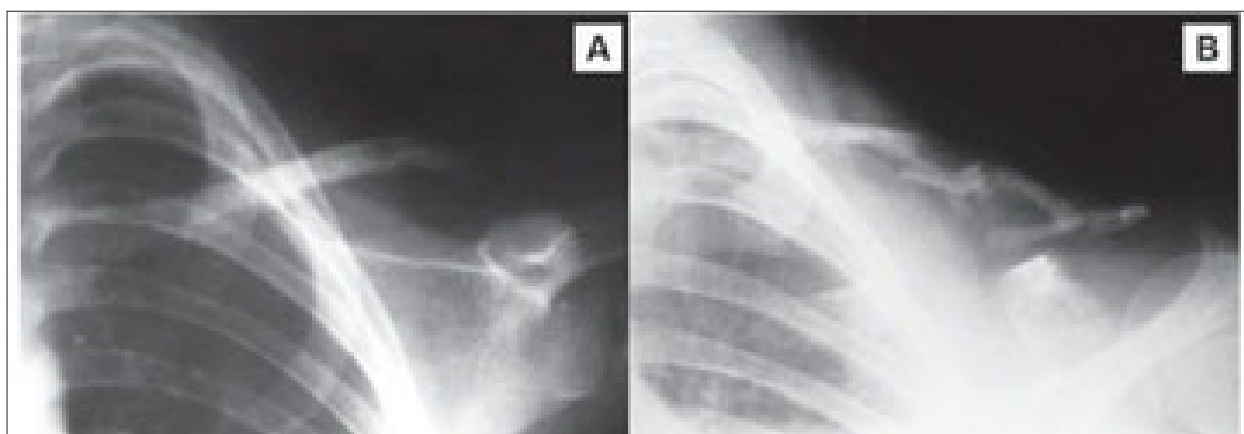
А. Рентгенография ключицы:
